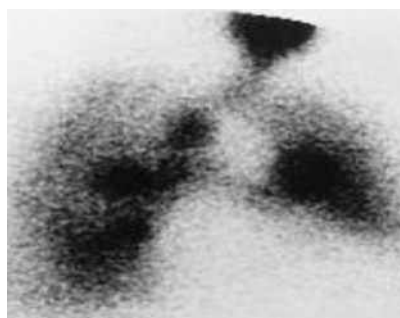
Вентиляционно-перфузионная сцинтиграфия лёгких пациентки 71 года с жалобами на внезапно возникшую и нарастающую одышку. Вентиляционная сцинтиграмма в передней проекции (верхний рисунок) в норме. При перфузионной сцинтиграфии (нижний рисунок) отмечается практически полное отсутствие перфузии правого лёгкого. Массивная ТЭЛА (эмбол в правой лёгочной артерии)
